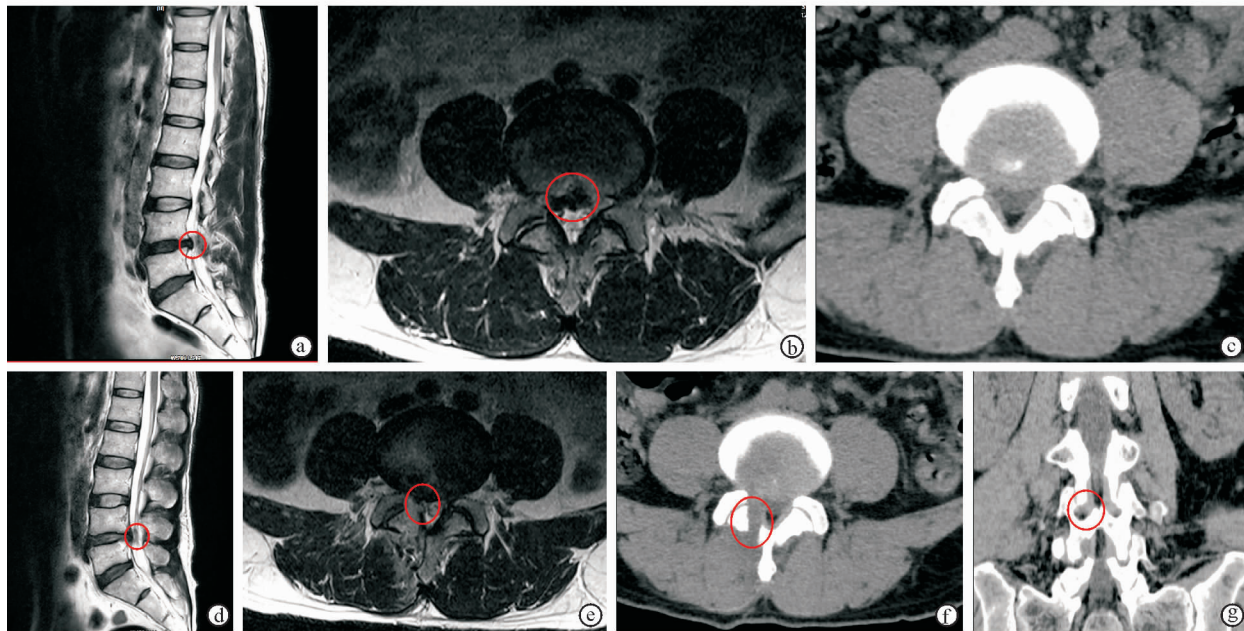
腰椎椎管狭窄症患者手术前后影像学检查 a、b. 术前 MRI 图像(红圈所示为突出狭窄部位) c. 术前 CT 图像可见 L<sub>4</sub>/L<sub>5</sub> 椎管狭窄 d、e. 术后 MRI 图像可见椎管狭窄得到改善(红圈所示) f、g. 术后 CT 图像可见 UBE 成形情况, 关节突关节得以保留(红圈所示)
